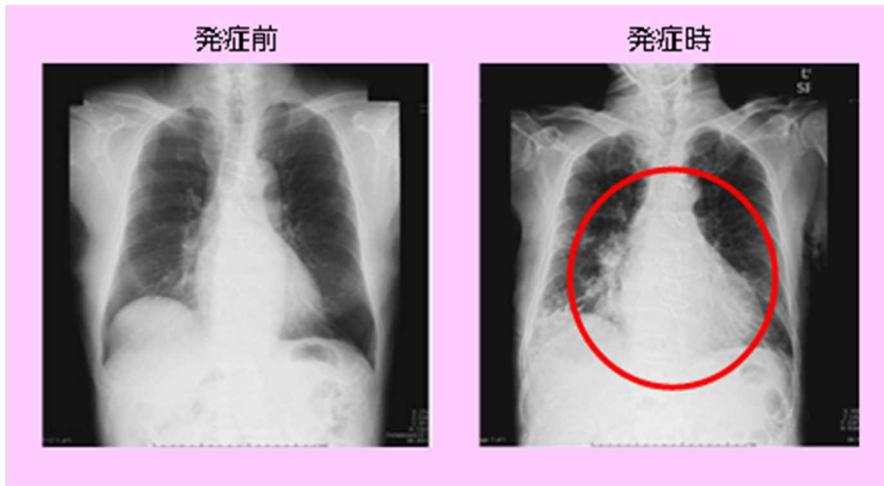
TACO発症前後の胸部X線像 (日本赤十字社資料より引用)
